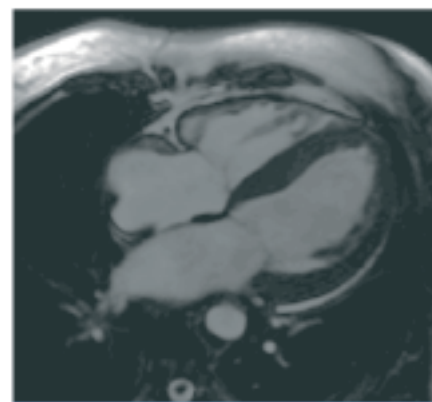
MRT: Amyloidose: deutlich verdickte linksventrikuläre Wand, ganz schmaler Perikarderguss.
